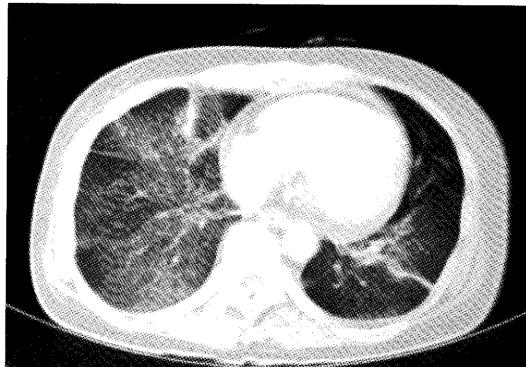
Chest CT (CE) after therapy shows abnormal shadows still remain in bilateral lungs.
